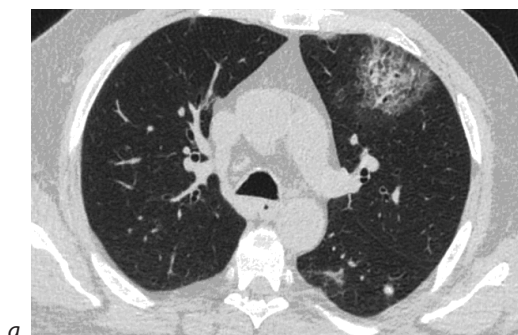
КТ ОГК, изменения по типу «матовое стекло» и «булыжная мостовая»:
